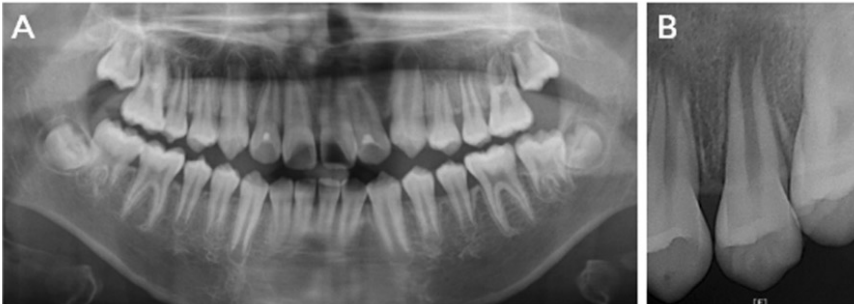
Initial radiograph of case 3. (A) Panoramic view, (B) Periapical view. In initial radiograph, an open apex and periapical radiolucency of left maxillary second premolar were observed.
